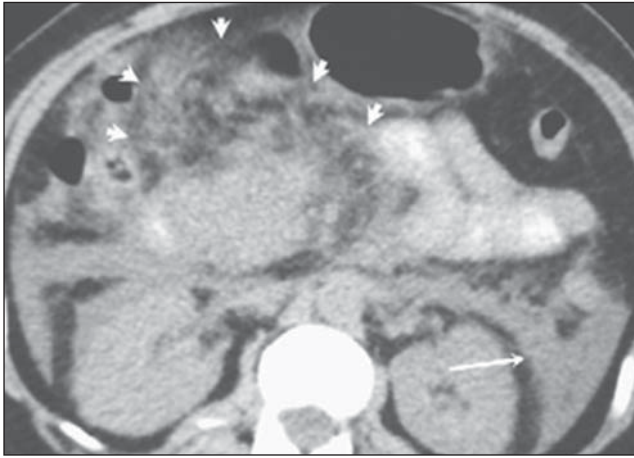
Coleção líquida em espaço pararrenal anterior (seta) e densificação da gordura peripancreática (cabeças de setas) evidenciadas nesta TC sem contraste venoso.
